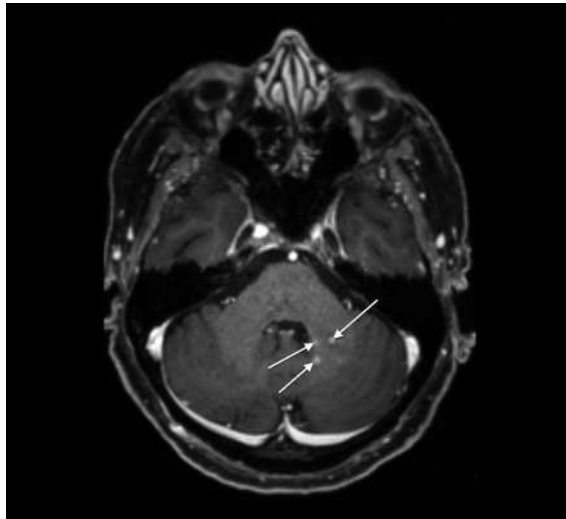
Patientin 1, kraniales MRI, axiale T1 mit Kontrastmittel: punktförmige Anreicherungen im Pedunculus cerebelli medius links (Pfeile).
